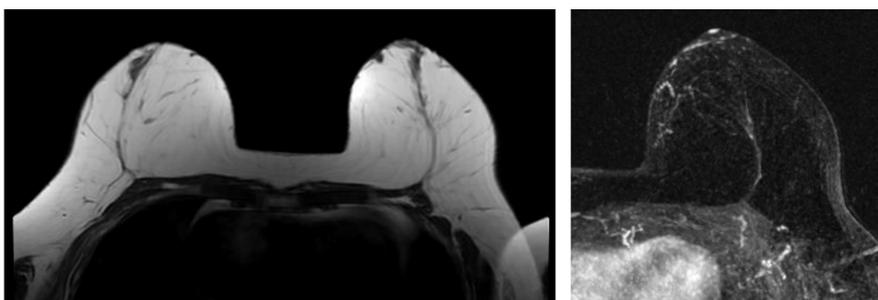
Mamoplastia de reducción. RM potenciada en T2 y T1 tras la administración de contraste, cambios cicatriciales en unión intercuadrantica inferior.
